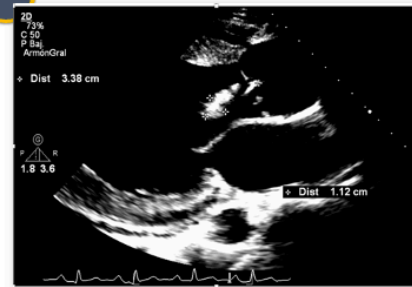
Ecocardiograma transtorácico inicial.
